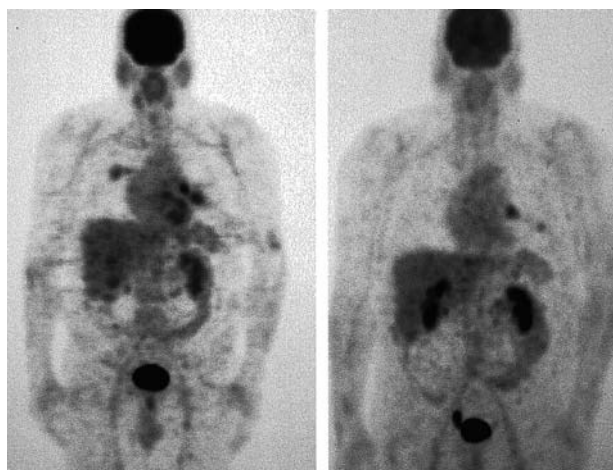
La primera tomografía por emisión de positrones evidencia la captación de ambas lesiones. En la segunda tomografía por emisión de positrones, realizada tras el tratamiento antituberculoso, se observa cómo desaparece la captación en la lesión del pulmón derecho.
